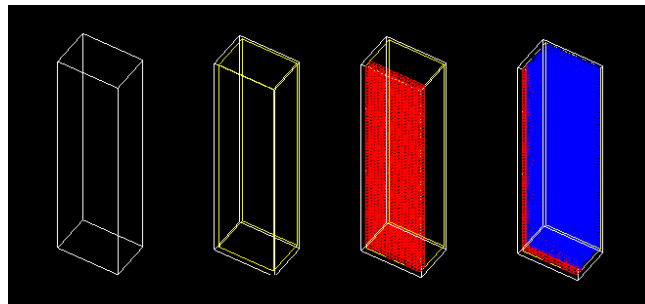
Description d'une colonne détectrice de la caméra DSPECT avec GATE : le blindage du détecteur est représenté en blanc, les pixels CZT sont représentés en rouge, le collimateur en tungstène est représenté en bleu.
